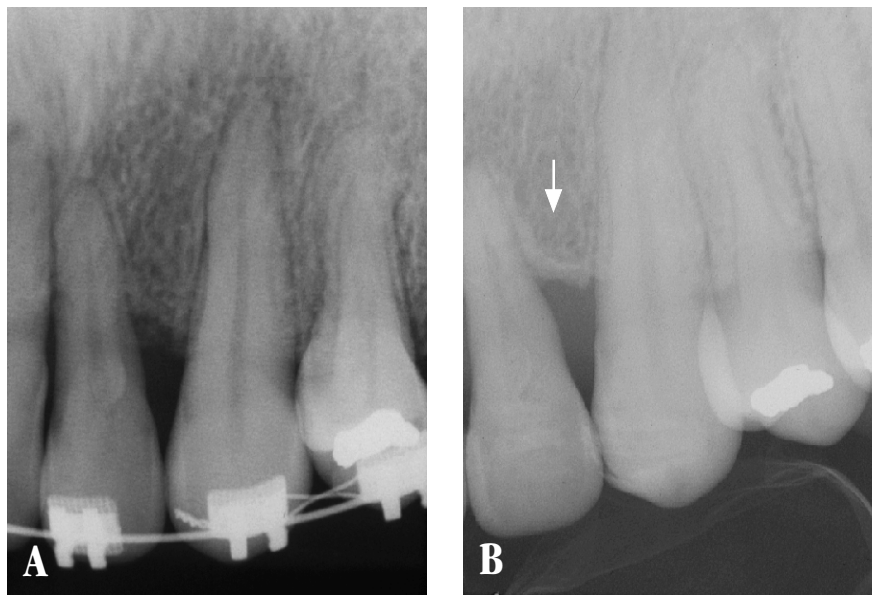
Radiografias periapicais dos dentes ântero-superiores do lado esquerdo. (A) Logo após; e (B) um ano de contenção, com visível formação de cortical óssea entre o lateral e canino. OBS: A radiografia inicial para efeito de comparação está em 5A.
